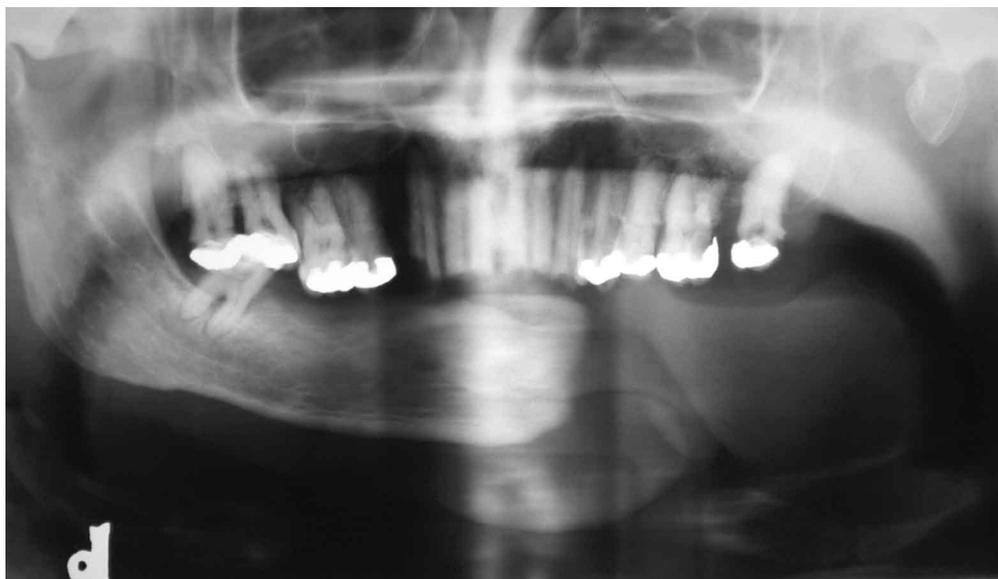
Radiografia panorâmica exibindo ressecção de hemimandíbula e grandes lesões de cárie.
